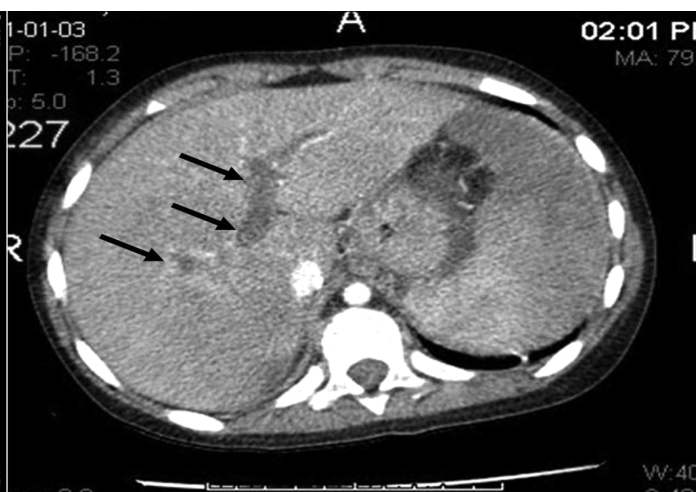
Contrast-enhanced axial CT images of the upper abdomen showing extensive thrombosis of the superior mesenteric vein.
